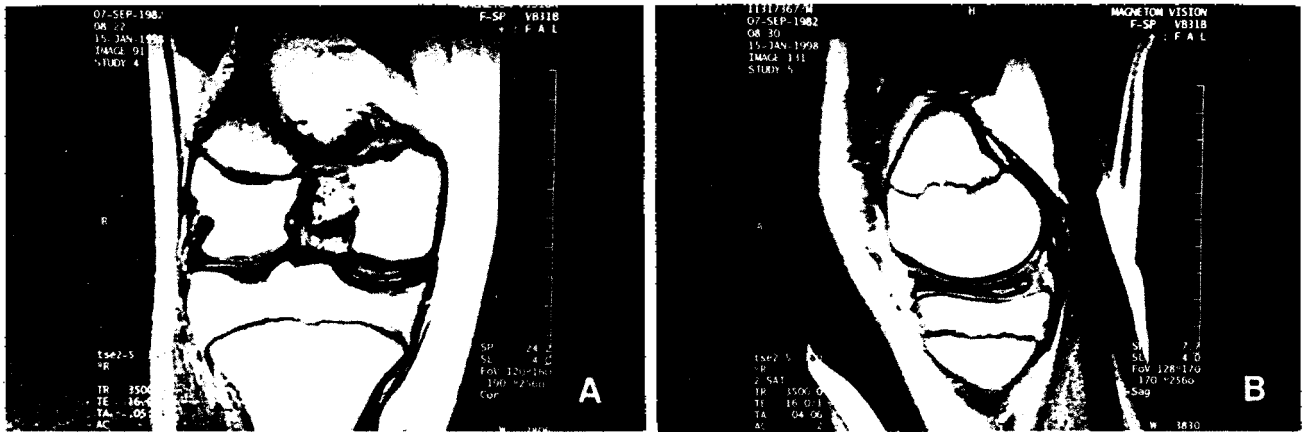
Magnetic resonance images documenting the abnormal signal tissue filling the weight bearing portion of the medial compartment extending into the intercondylar notch. (A) Coronal view of knee, (B) Sagittal view of knee.
